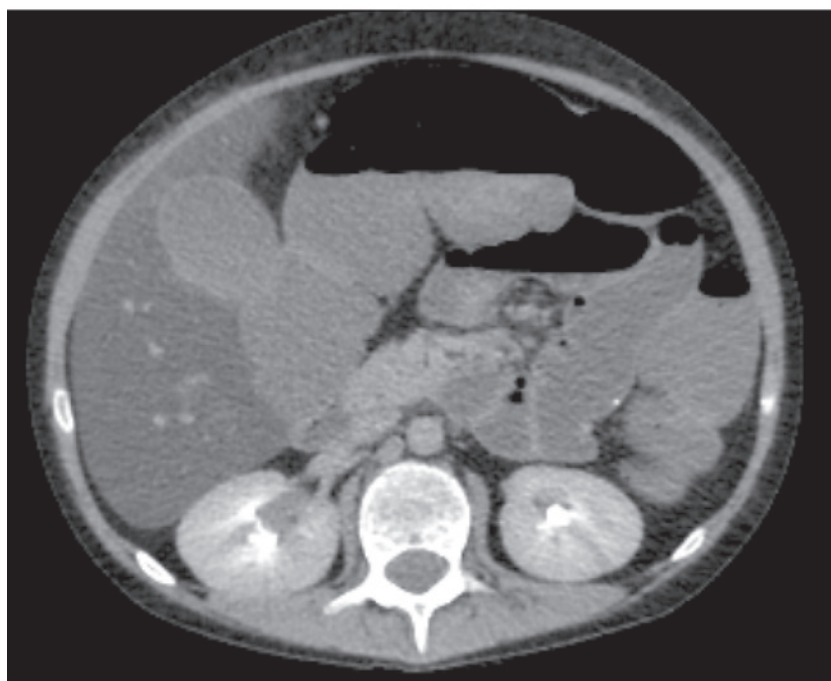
Компьютерная томография брюшной полости пациента А. в динамике на фоне консервативной терапии: признаки динамической кишечной непроходимости
